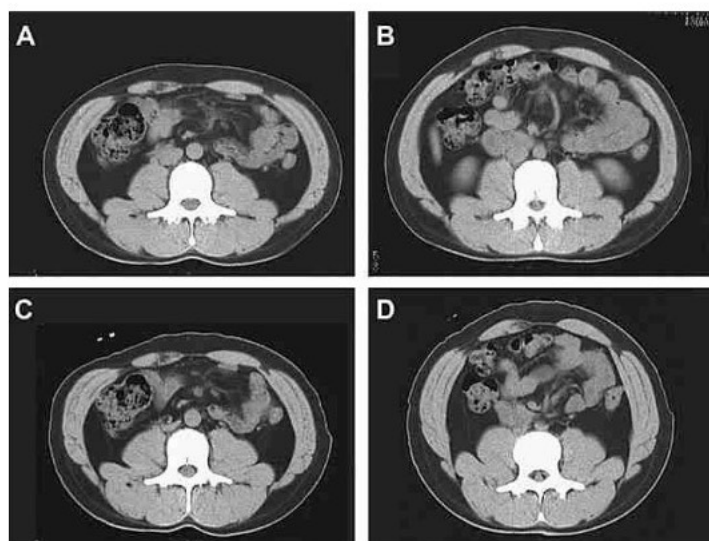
(A–D) Typical examples of CT images of the trunk at the 3rd lumbar vertebral level (A) without belt, without inhalation, and without Valsalva, (B) without belt, with inhalation, and with Valsalva, (C) with belt, without inhalation, and without Valsalva, (D) with belt, with inhalation, and with Valsalva. ¹⁸
